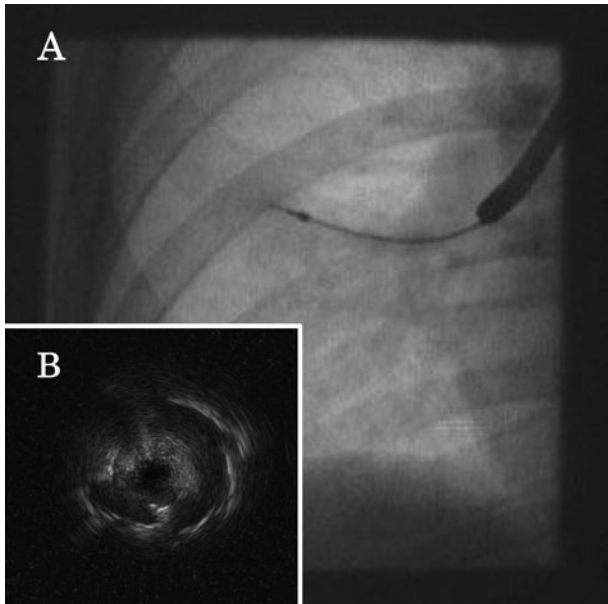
(A) X-ray fluoroscopic image on curette insertion of the right B9a region. (B) Inset. The lesion depicted on endoscopic ultrasonography.
